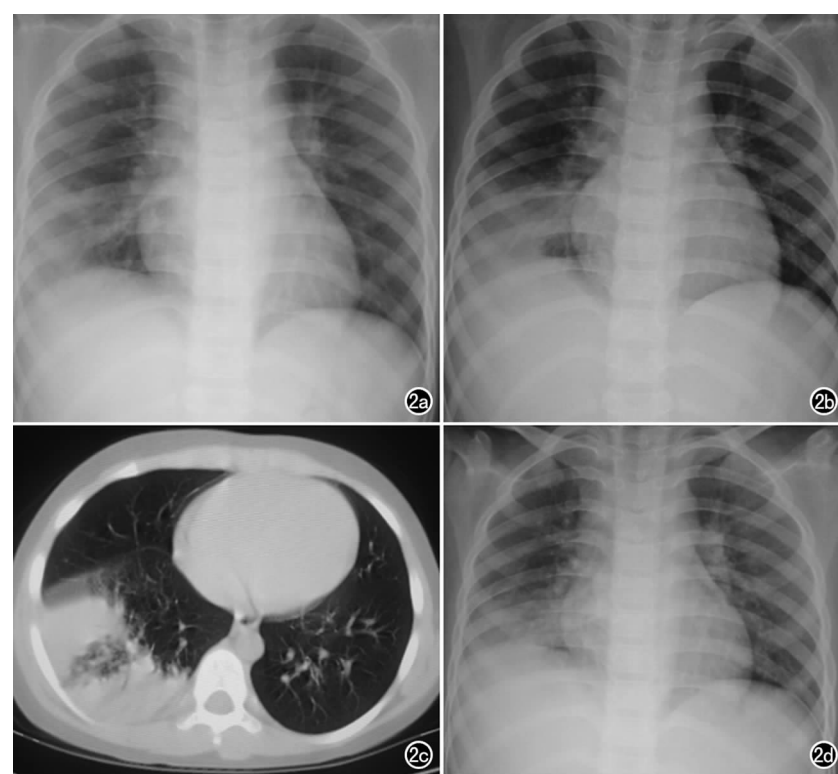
A-H1N1 流感。a) 入院第 2 天胸片示右肺肺泡渗出、融合成为云雾状模糊阴影,肋膈角模糊不清;b) 入院第 4 天胸片复查示右侧肺大片状致密实变阴影;c) 入院第 6 天胸部 CT 扫描示右下肺后段,外侧段肺组织致密实变影,其中可见含气肺组织影;d) 经治疗 10 天后胸片示右下肺病灶明显吸收。
